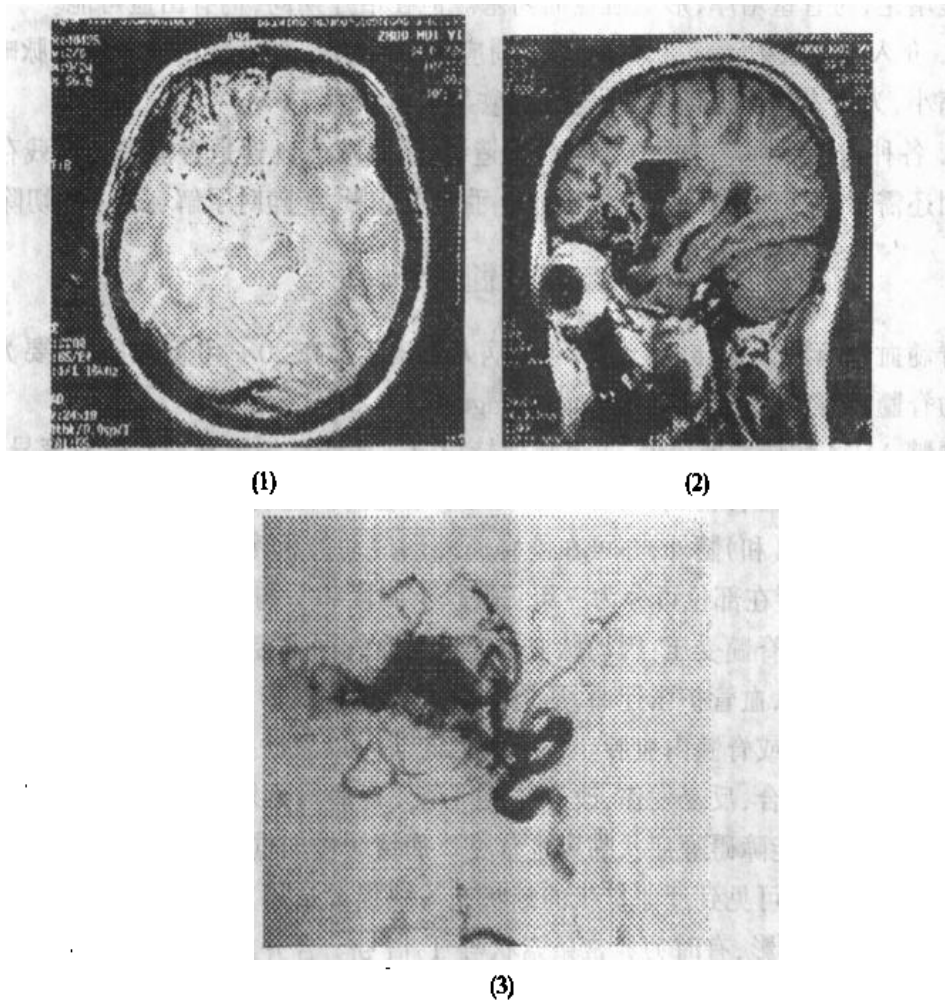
颅内动静脉畸形的头部 MRI 及动脉造影图像
